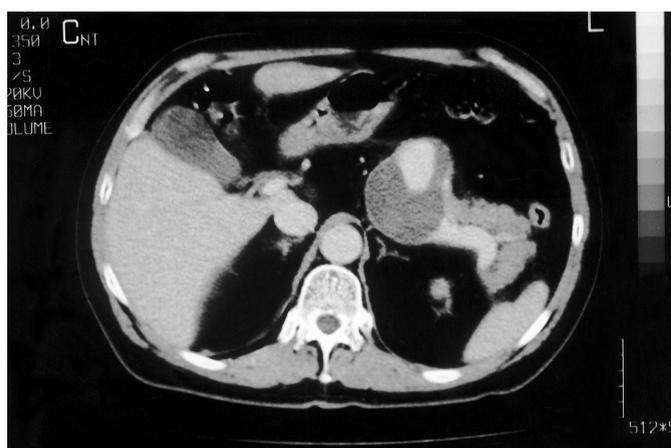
Evidenza TC di voluminoso aneurisma dell'arteria splenica parzialmente trombizzato ed adeso al corpo-coda del pancreas.
